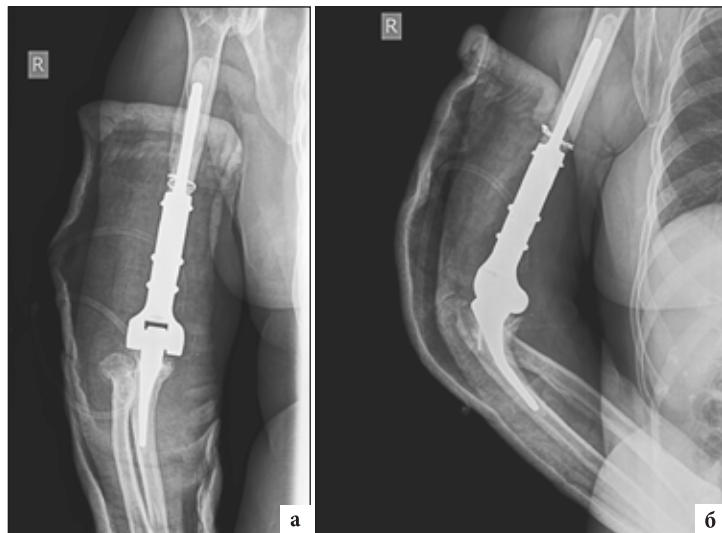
а,б. Рентгенограммы правого локтевого сустава пациентки после выполненного рэндопротезирования
